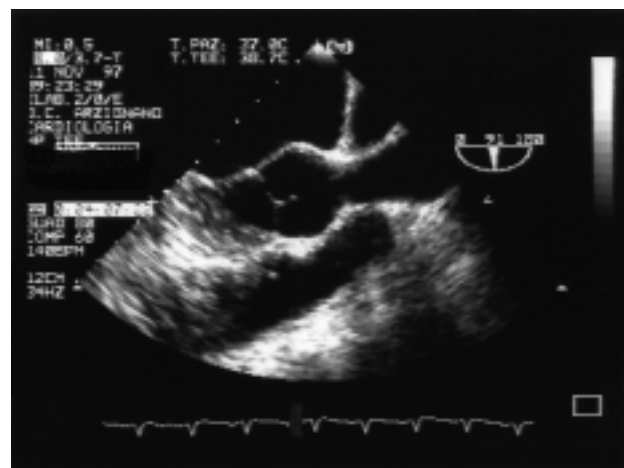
Ecocardiografia transesofagea multiplana, asse lungo su aorta toracica ascendente (caso 1). Stenosi sopralvalvolare aortica a clessidra.
